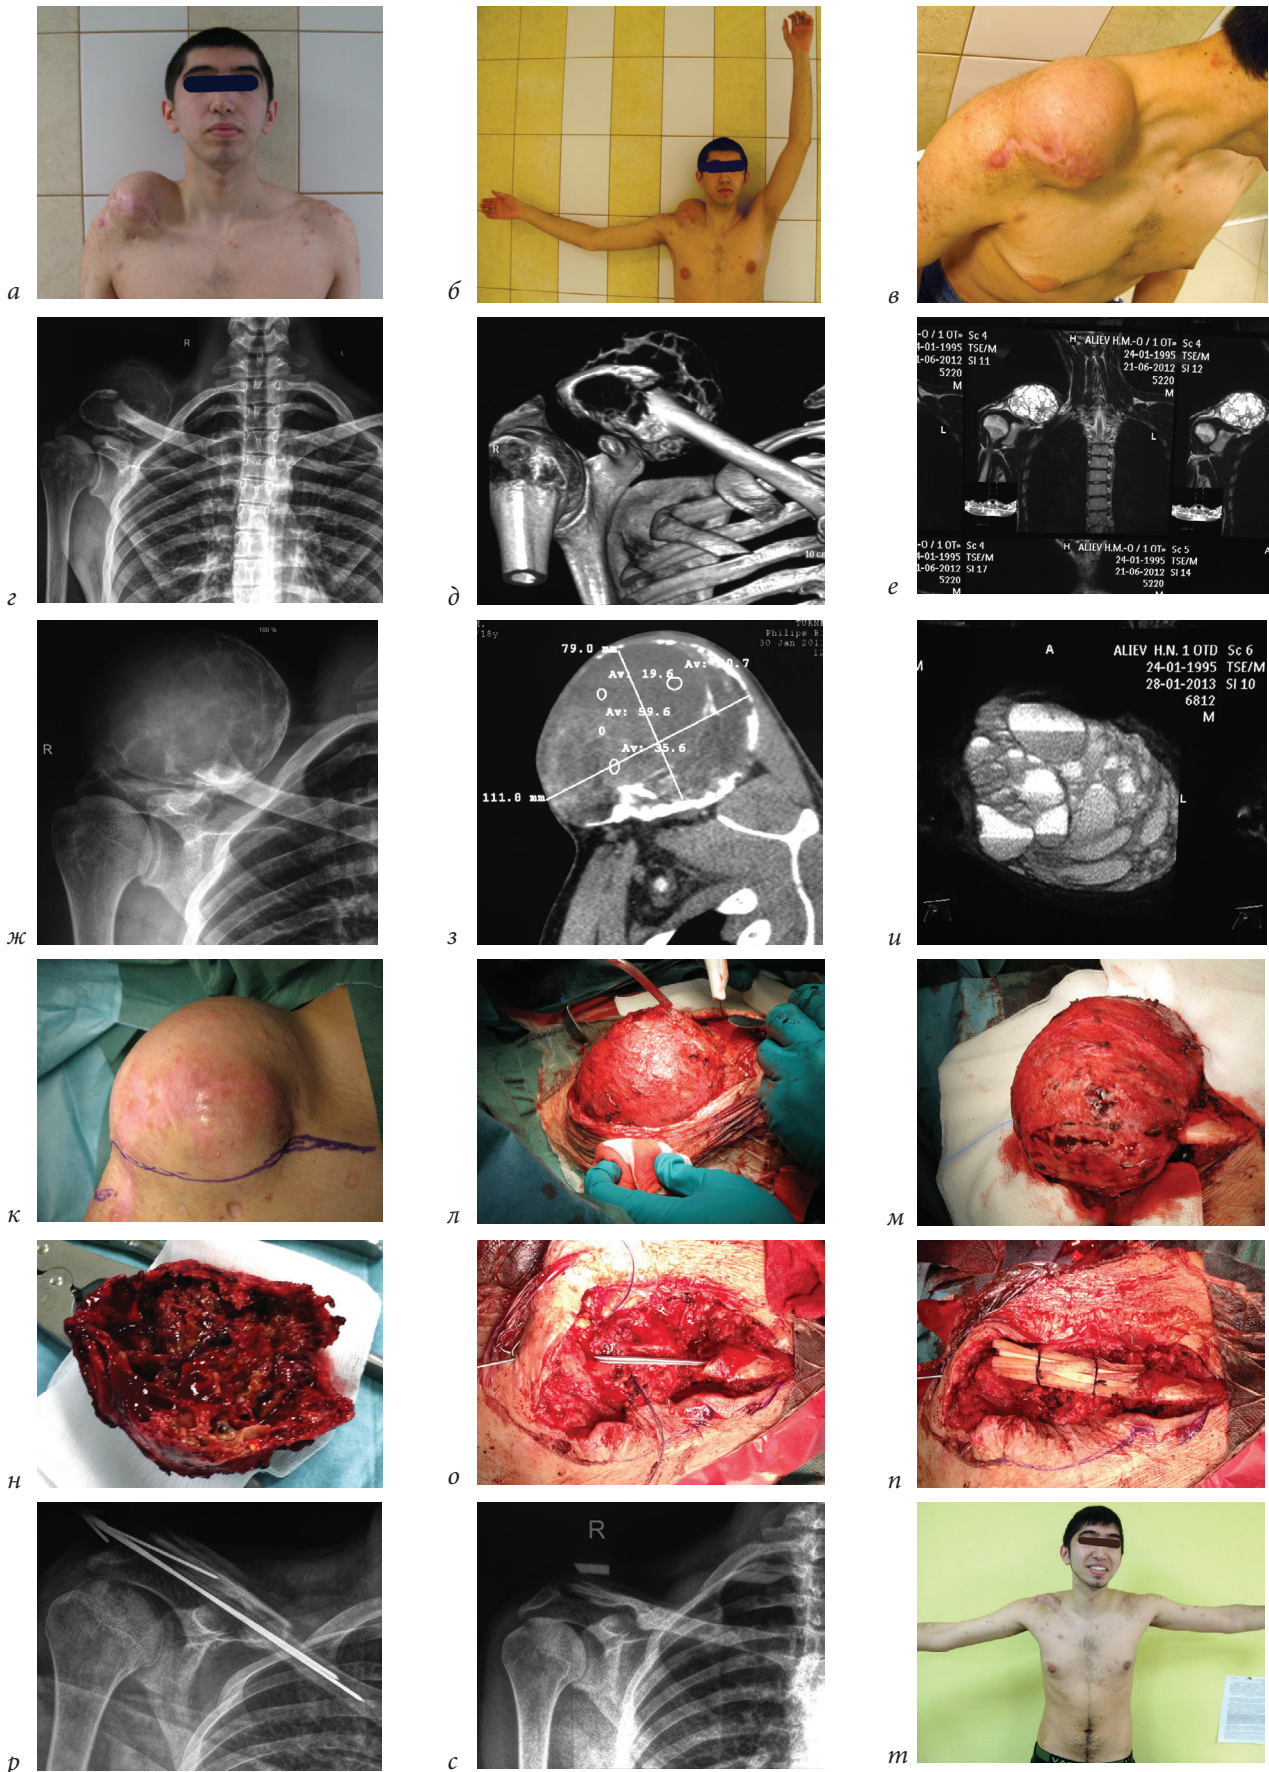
Рентгенограммы и операционные фото пациента А., 17 лет, с аневризмальной кистой правой ключицы: а, б, в — внешний вид пациента до операции; г, д, е — рентген, КТ и МРТ на момент проведения пункционного лечения; ж, з, и — рентген, КТ и МРТ на момент проведения окончательного этапа оперативного лечения; к, л, м, н, о, п — ход оперативного вмешательства; р — рентгенограмма через 2 месяца после операции на момент удаления фиксирующих спиц Киршнера; с, т — рентгенограмма правой ключицы и внешний вид пациента через 2 года после операции
